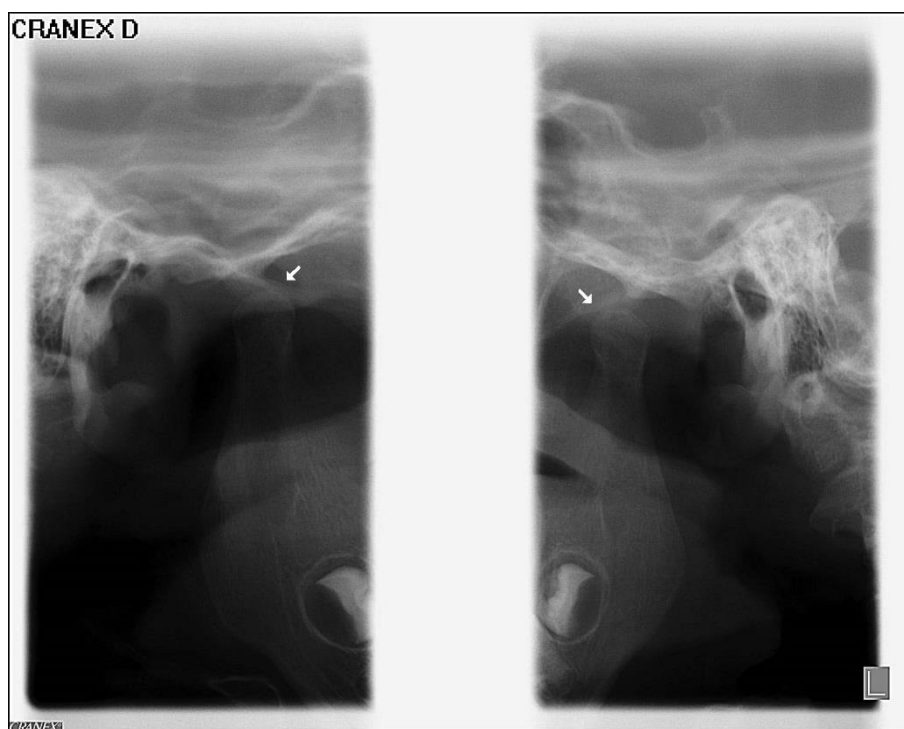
Radiografia das ATMs da paciente em máxima abertura bucal, indicando os posicionamentos condilares além das eminências articulares. Fonte: Márcio Corrêa Radiologia Odontológica.
